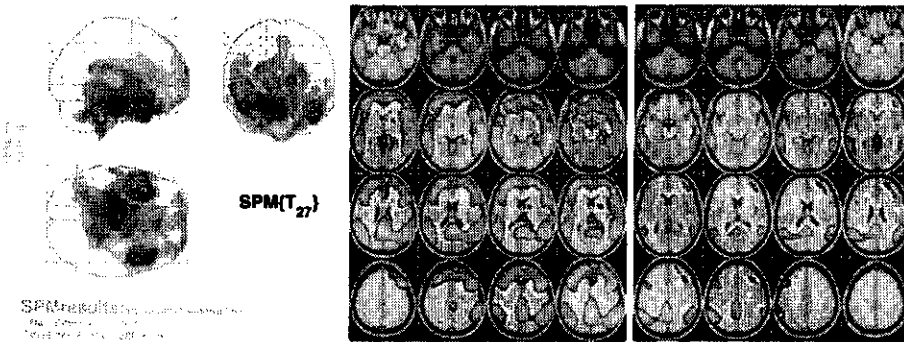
健常者30名(年齢20~78歳)のFDG画像における加齢変化(左)、アルツハイマー病16例と健常者16例の群間比較で加齢変化を除去しない場合(中央)と除去した場合(右)
